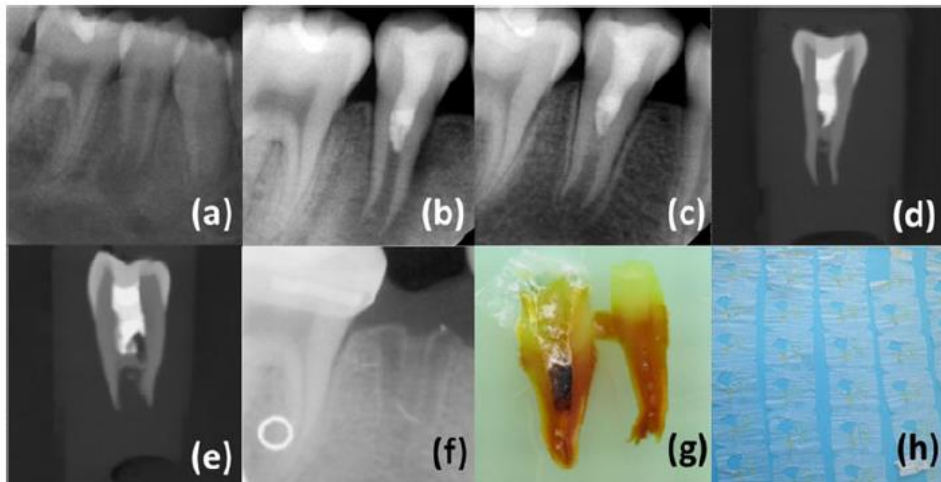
(a) Vista parcial de la radiografía panorámica donde se muestra el 4.5 con lesión apical. (b) radiografía periapical posterior a la terapia de regeneración. (c) radiografía periapical del control de los 11 meses. (d) vista sagital post extracción obtenida de un CBCT. (e) radiografía periapical que muestra el alvéolo dos meses después de la exodoncia. (f) diente partido longitudinalmente, embebido en parafina después de haber removido las restauraciones coronales. (g) secciones seriadas (45).
